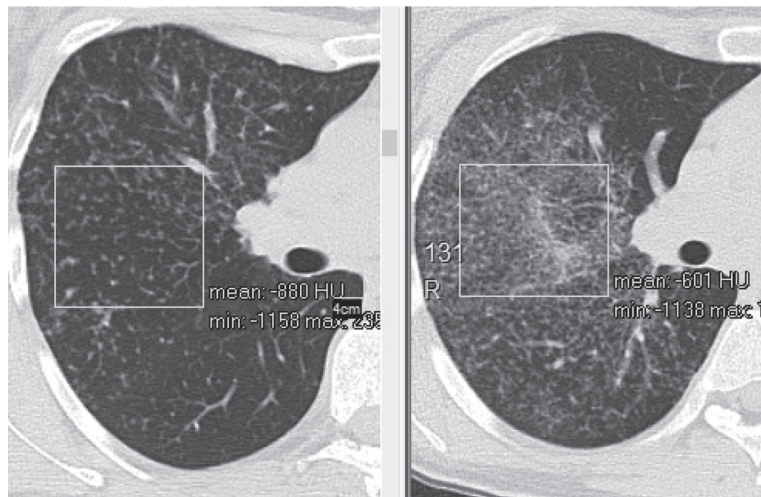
КТ больной О., саркоидоз II стадии (слева): мелкоузелковая диссеминация низкой плотности (-880 HU); КТ больного С., саркоидоз II стадии (справа): мелкоузелковая диссеминация высокой плотности (-601 HU).
